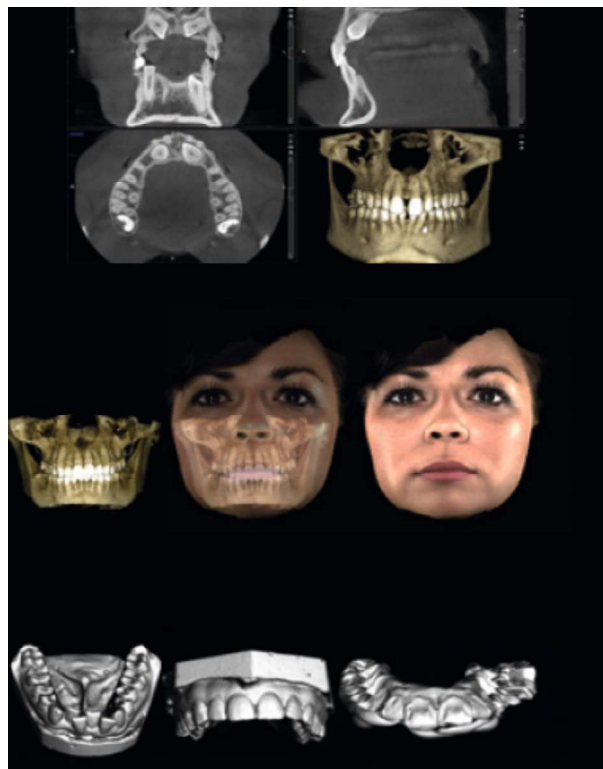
Combinación de CBCT, fotografía facial y escaneo dental en 3D*
